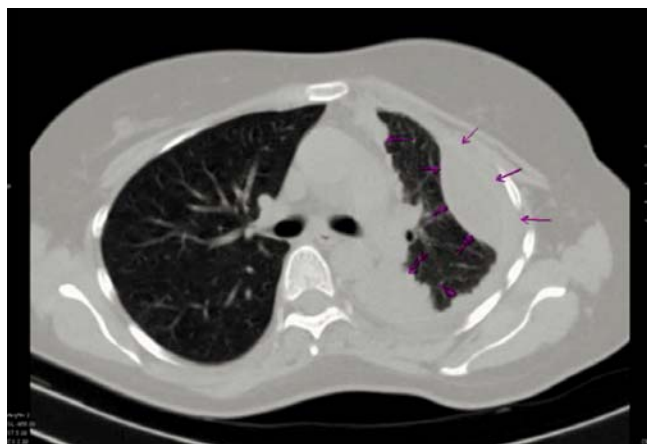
КТ грудной клетки 31.03.2017
